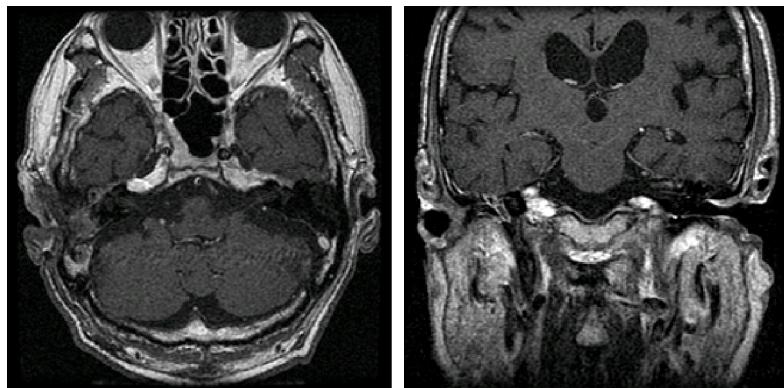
Internal auditory canal MRI, T1 SE (at HD 32) : Despite antibiotic treatment and surgical intervention, lesions at right external auditory canal were extended to adjacent areas. Mandibular process and zygomatic process of temporal bone were eroded.
